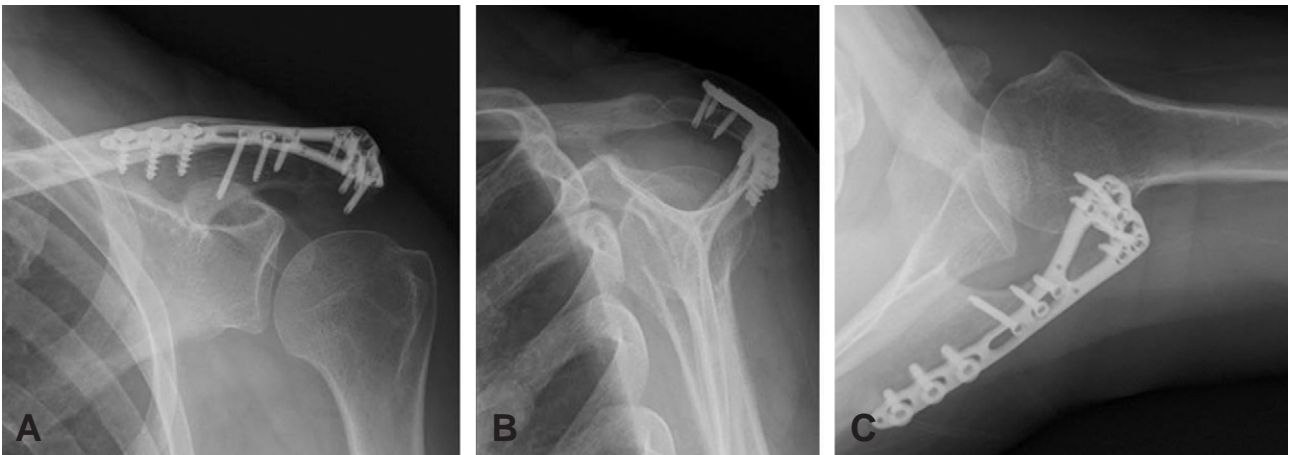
(A) Anteroposterior, (B) supraspinatus outlet (C) and axillary lateral radiographs taken at nine months after operation show a healed acromial fracture.
